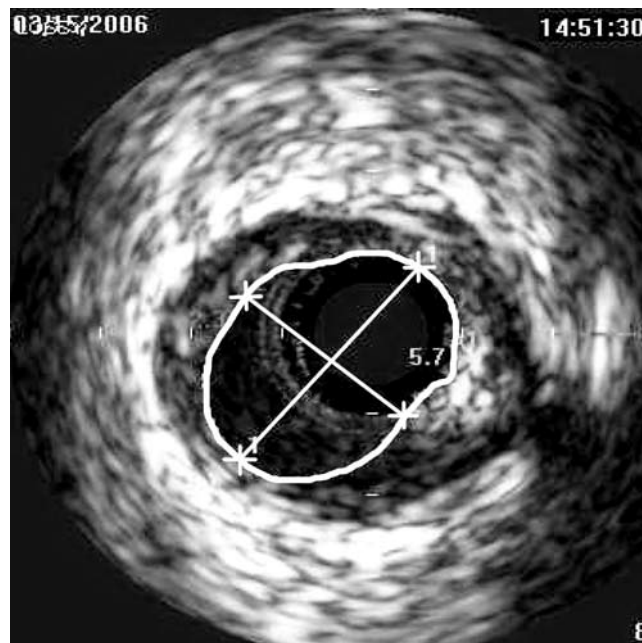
ВСУЗИ: контуром обозначена площадь просвета артерии.
